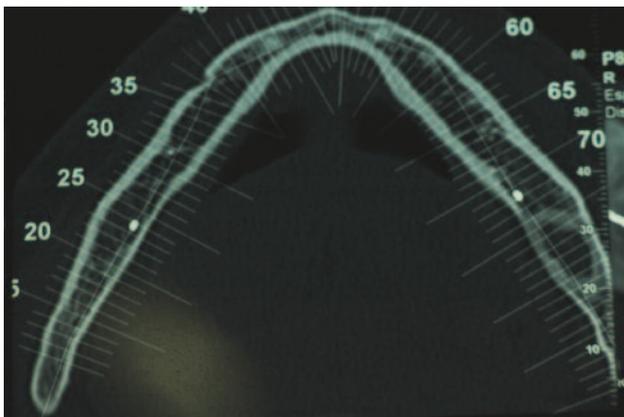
TAC corte axial. Lesión sin expansión de corticales.
